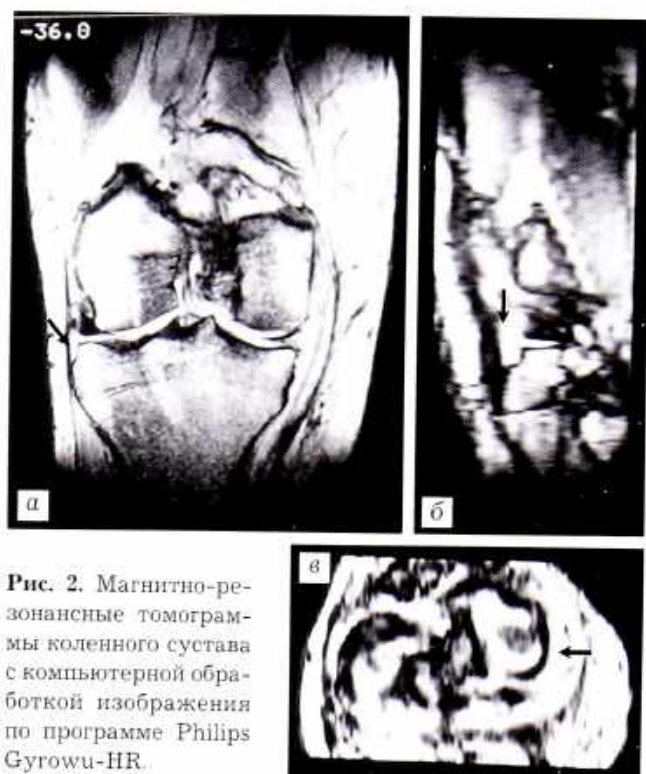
Магнитно-резонансные томограммы коленного сустава с компьютерной обработкой изображения по программе Philips Gyrowu-HR.
